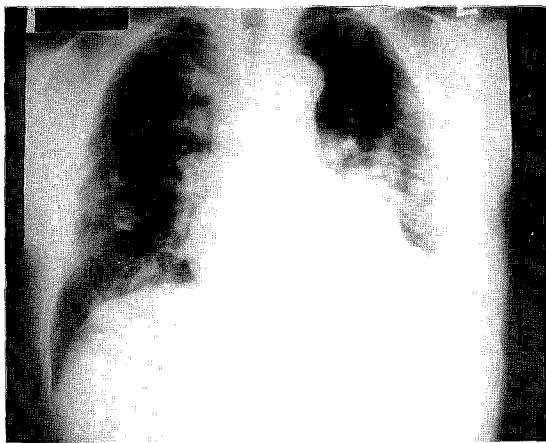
Chest X-ray shows multiple osteosclerotic lesions and represents lung metastasis.
